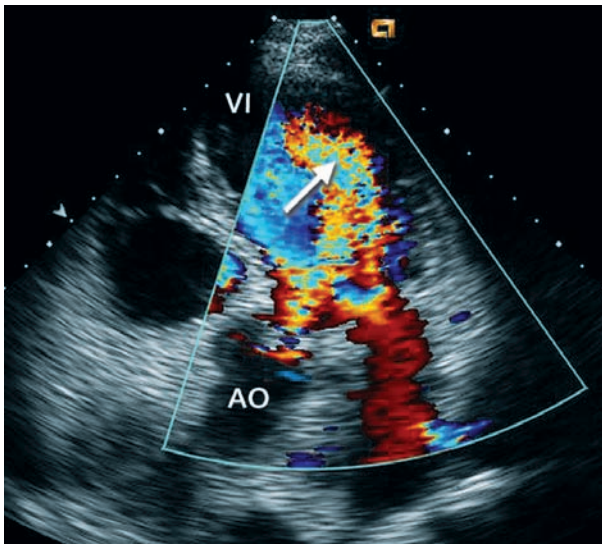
Insuficiencia aórtica severa vista con Doppler color (flecha) en proyección apical de cinco cámaras. AO: aorta; VI: ventrículo izquierdo.
